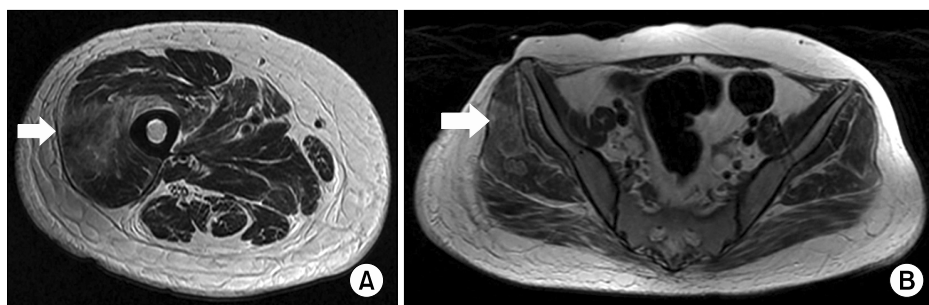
(A) MRI Rt Thigh AXL FSE T2 and (B) MRI Hip AXL FSE T2 gadolinium enhanced show multifocal peripheral rim enhancing lesions (arrow) with perilesional edema involving (A) the right vastus lateralis, (B) bilateral gluteus muscles and intermedius muscles.
